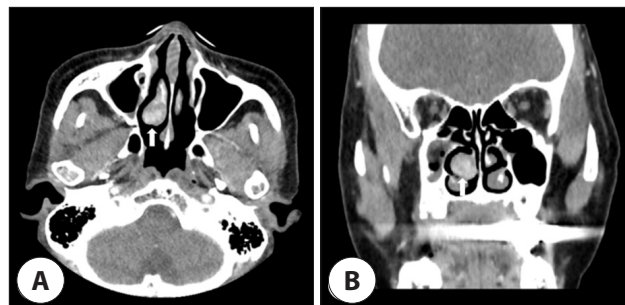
Preoperative CT findings. Axial (A) and coronal (B) view of CT with contrast enhancement (arrows) shows an heterogenous enhancing ovoid mass at right middle turbinate. CT: computed tomography.
